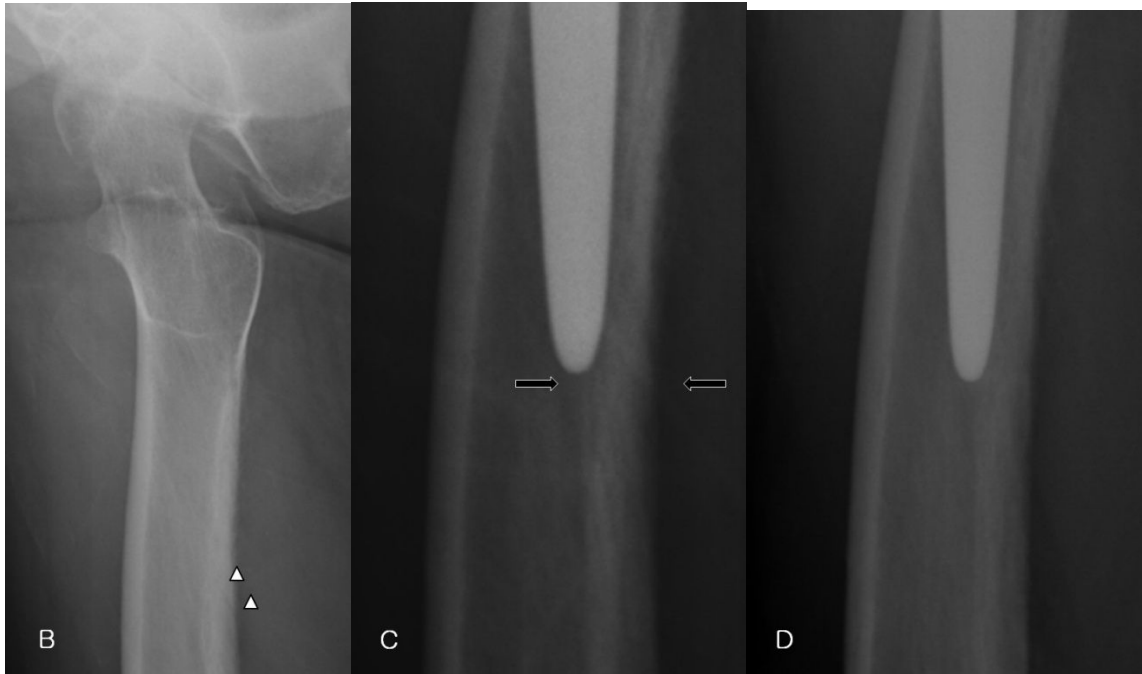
89 years old male patient with bipolar hemiarthroplasty. (A) Abnormal radiolucent line (arrow) by post-operative radiograph. (B) Nutrient artery canal (arrow head) by preoperative cross table lateral view. (C) At 3 months post-operative cross table lateral view, the previous radiolucent line was faded and surrounding bony hypertrophy was visible. (D) At 15 months post-operative cross table lateral view, the previous radiolucent was no longer visible.
